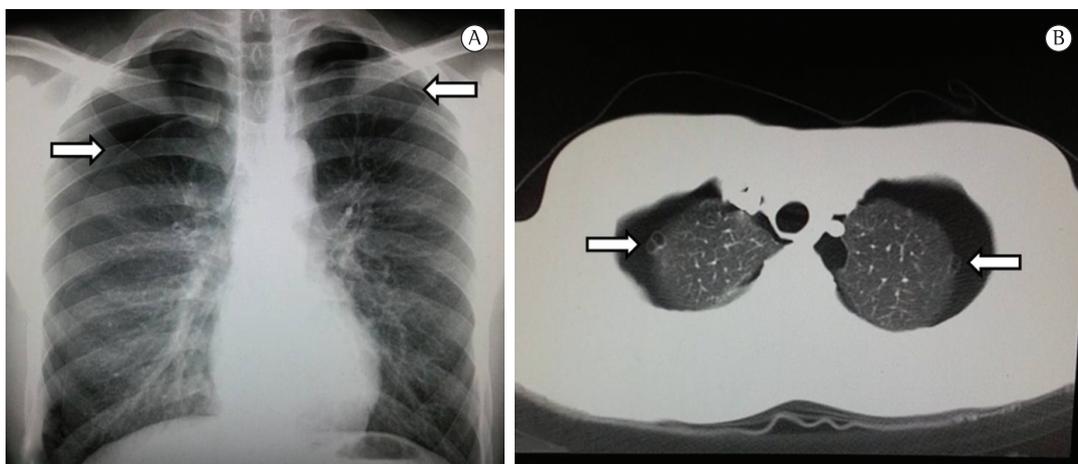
Em A, radiografia de tórax mostrando pneumotórax bilateral simultâneo (setas). Em B, TC de tórax mostrando pneumotórax bilateral e bolhas (setas) no ápice do pulmão.
